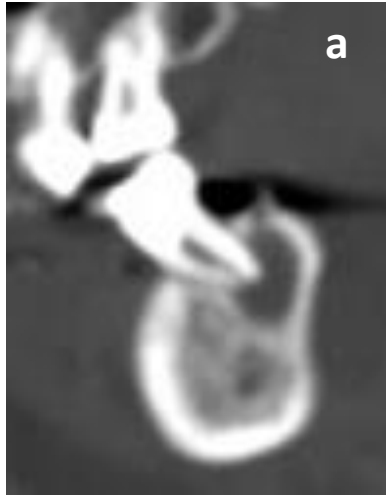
Imagen a. Radiolucencia periapical redondeada a nivel del 3. molar inferior (pieza 38) compatible con absceso periapical.
